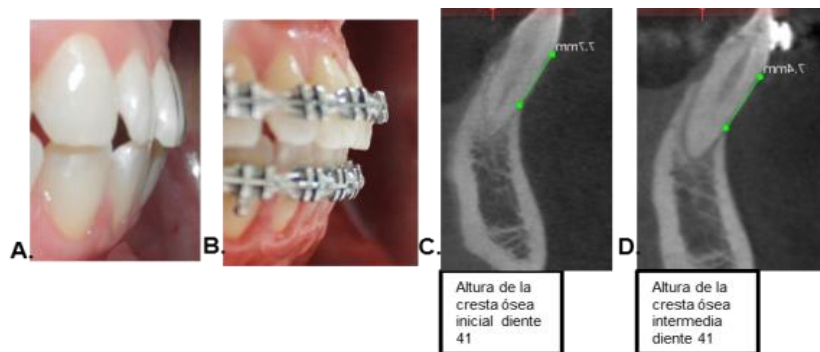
Tomografía diente 41. 4A. Overjet inicial. 4B. Overjet intermedio. 4C. Corte sagital inicial. 4D. Corte sagital intermedio (distancia del ápice a la pared vestibular)
